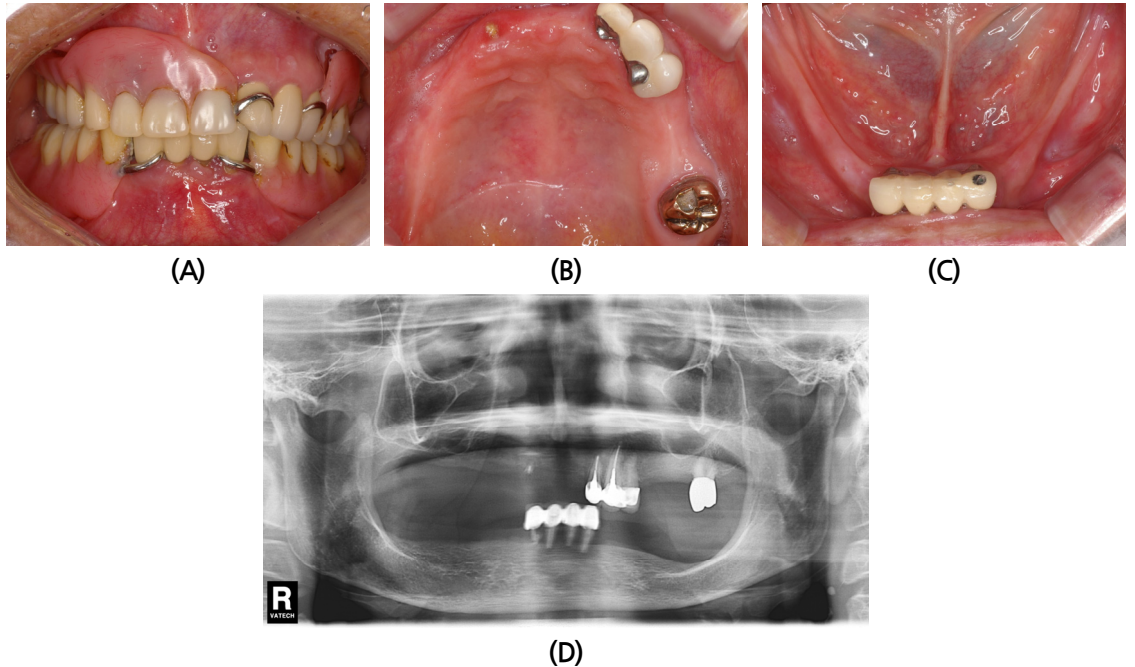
Preoperative clinical view (A, B, C) and radiographic view (D).
